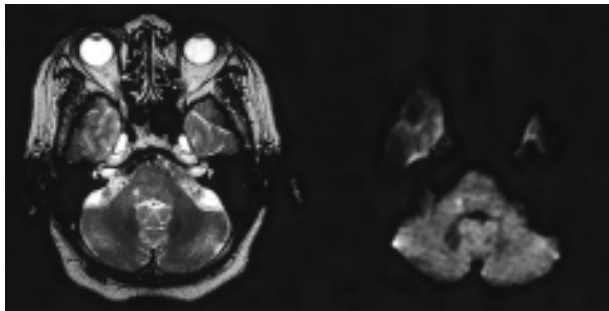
Brain MRI 2 days after onset of symptoms. T2-weighted and diffusion-weighted axial images showed a tiny infarct in the right lateral tegmentum of the lower pons.
